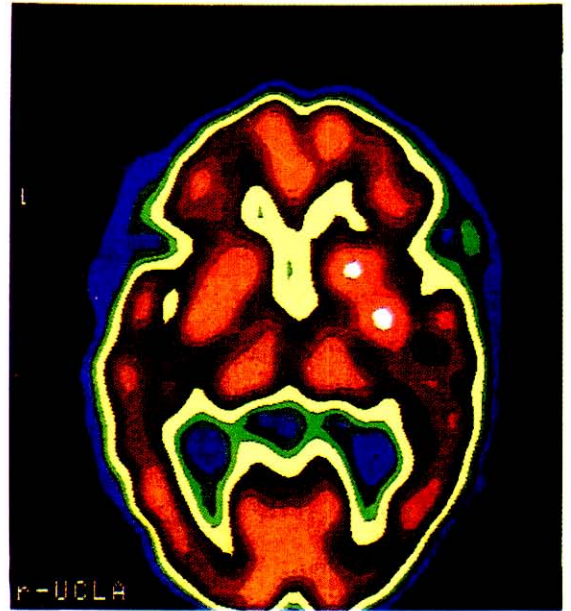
SPECT con Tc^{99m} y HMPAO de una persona normal. La escala de colores ha sido establecida según el grado de captación, vira a amarillo con 66% de máxima captación y a verde con 50%.
